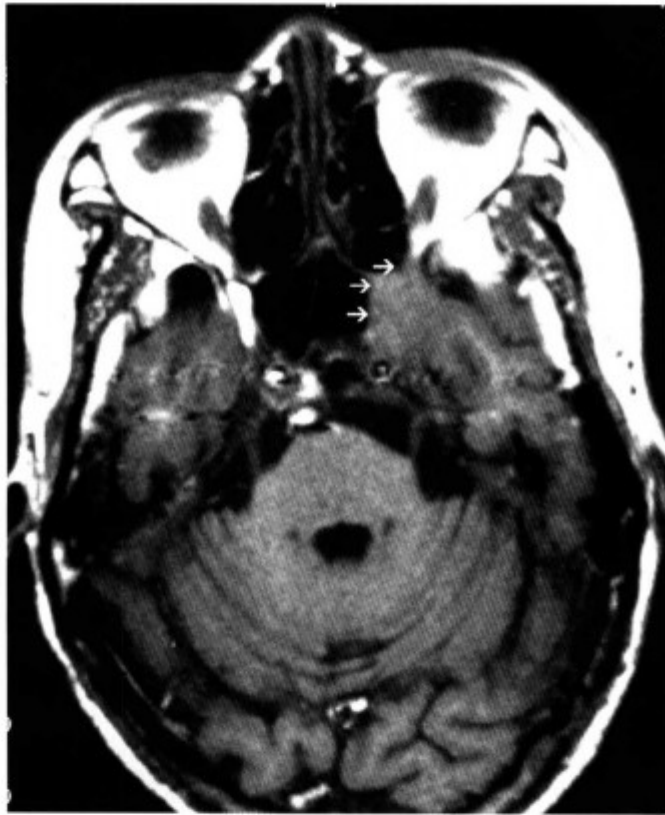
MRI-T₁WI 示眶尖-海绵窦软组织影, 与脑实质信号同 (箭头) (同上病例)
